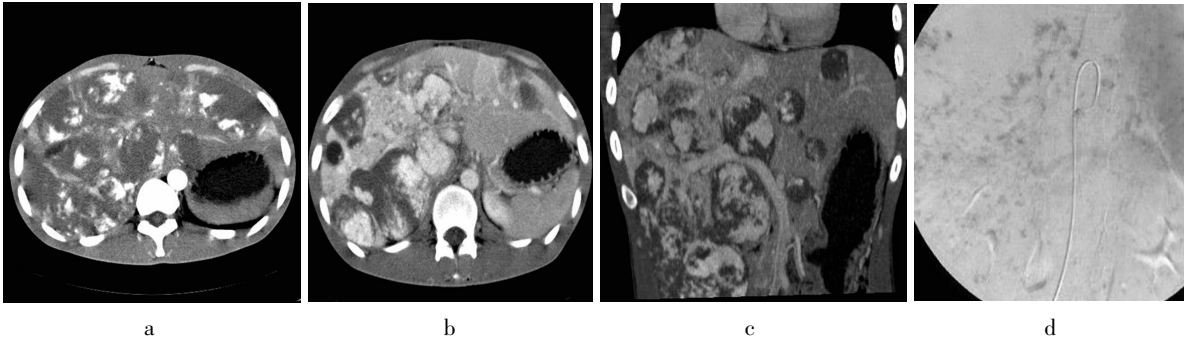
KMS 影像学表现(a~c:螺旋 CT 增强检查示肝脏体积显著增大,增强扫描动脉期肝脏弥漫性斑片影明显强化,静脉期造影剂进一步充填;d:DSA 示病灶内大量造影剂沉积)
